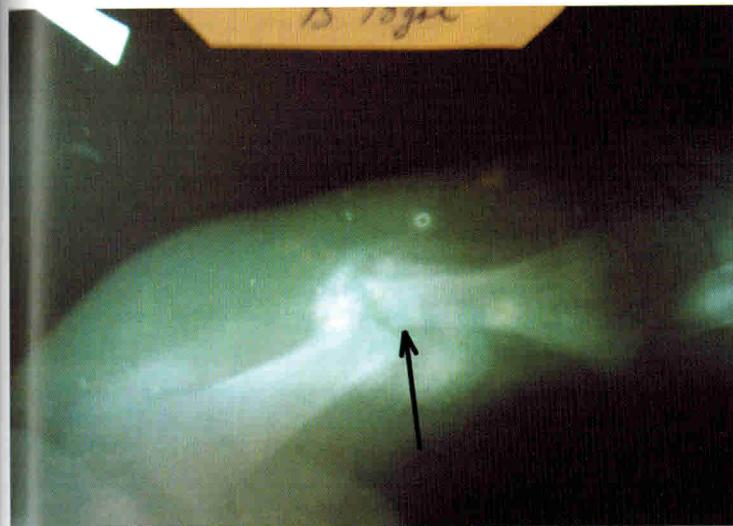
Перелом плечевой кости у новорожденного вследствие родовой травмы (рентгенограмма)
